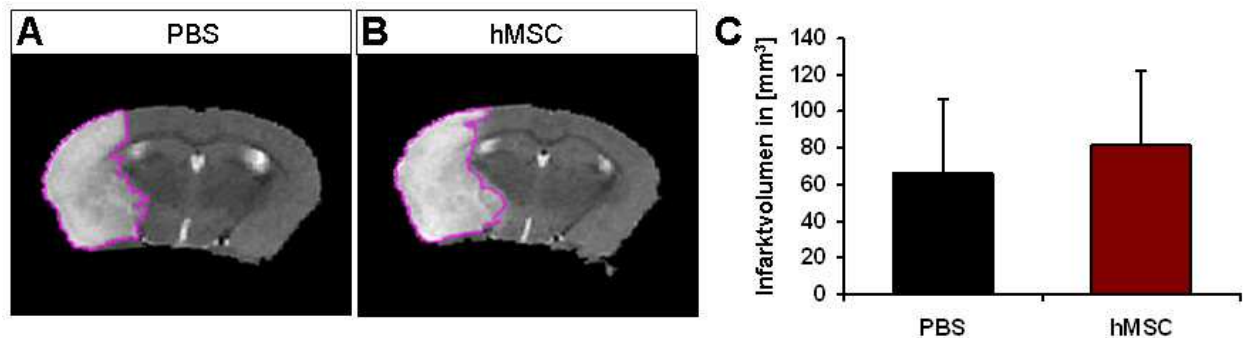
Die Infarkt volumina der Tiere wurden aus T2-gewichteten MRT-Aufnahmen von (A) PBS- und (B) hMSC- behandelten Mäusen am Tag 4 oder 5 nach 60 min MCAo bestimmt. C) Zwischen hMSC- (n=20) und PBS- (n=10) behandelten Mäusen gab es keinen signifikanten Unterschied in den Infarkt volumina.
